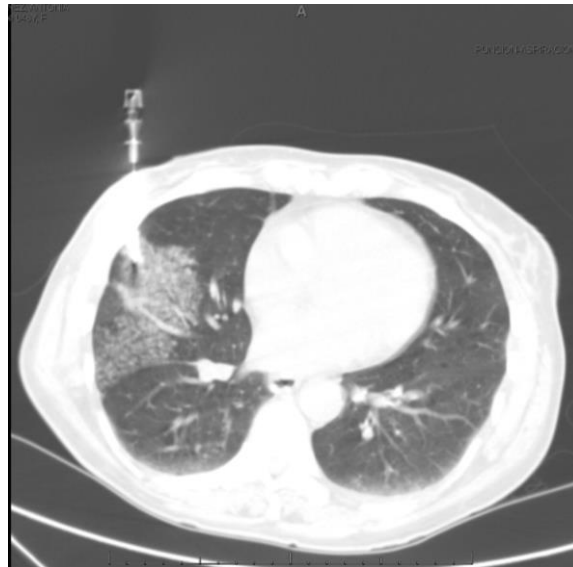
TC con punción de NVD.
